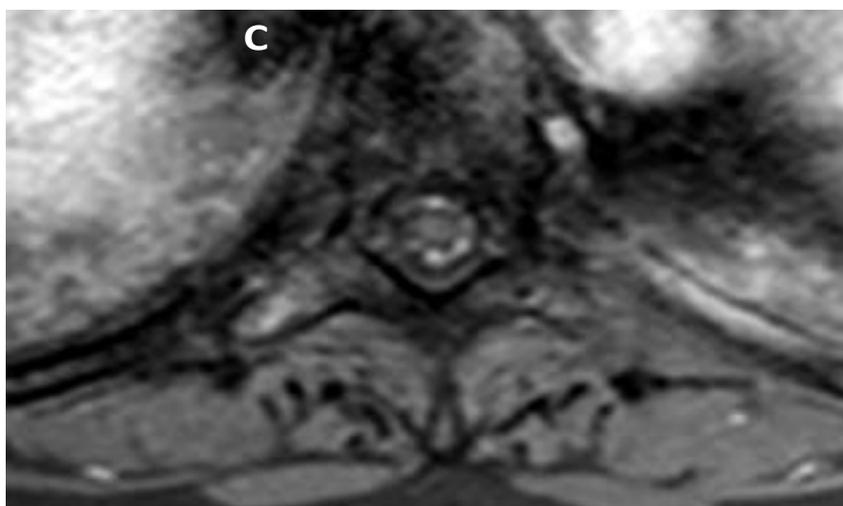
Ressonância nuclear magnética da medula espinhal revela extensa captação de sinal pela leptomeninge nas imagens ponderadas em T1W pós-gadólíneo (Gd) compatível com carcinomatose meníngea. A e B - Cortes sagitais em T1W pós-Gd demonstrando extenso comprometimento leptomeníngeo dos segmentos medulares torácicos e lombares, incluindo a cauda equina. C - T1W pós-Gd em corte axial demonstrando captação de contraste perimedular.
